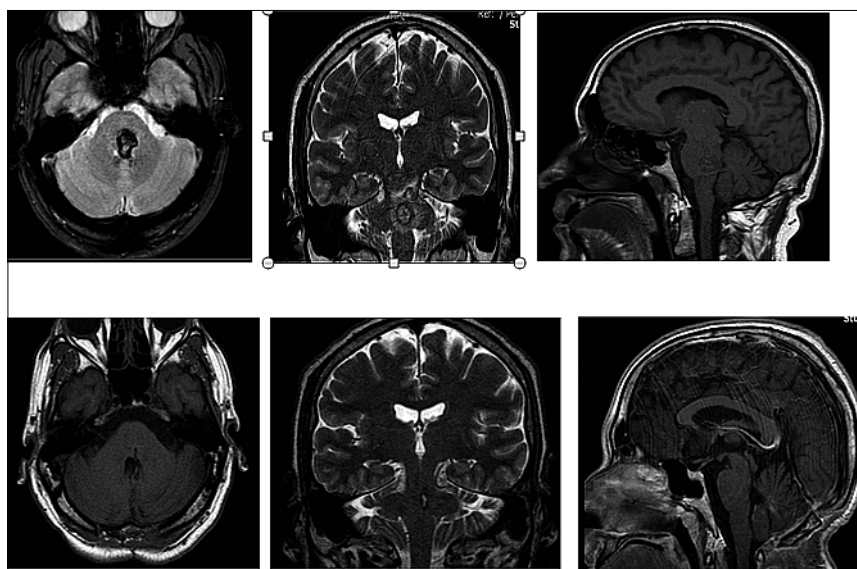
Paciente 4: Resonancias pre y postoperatorias según descripción en el texto.
